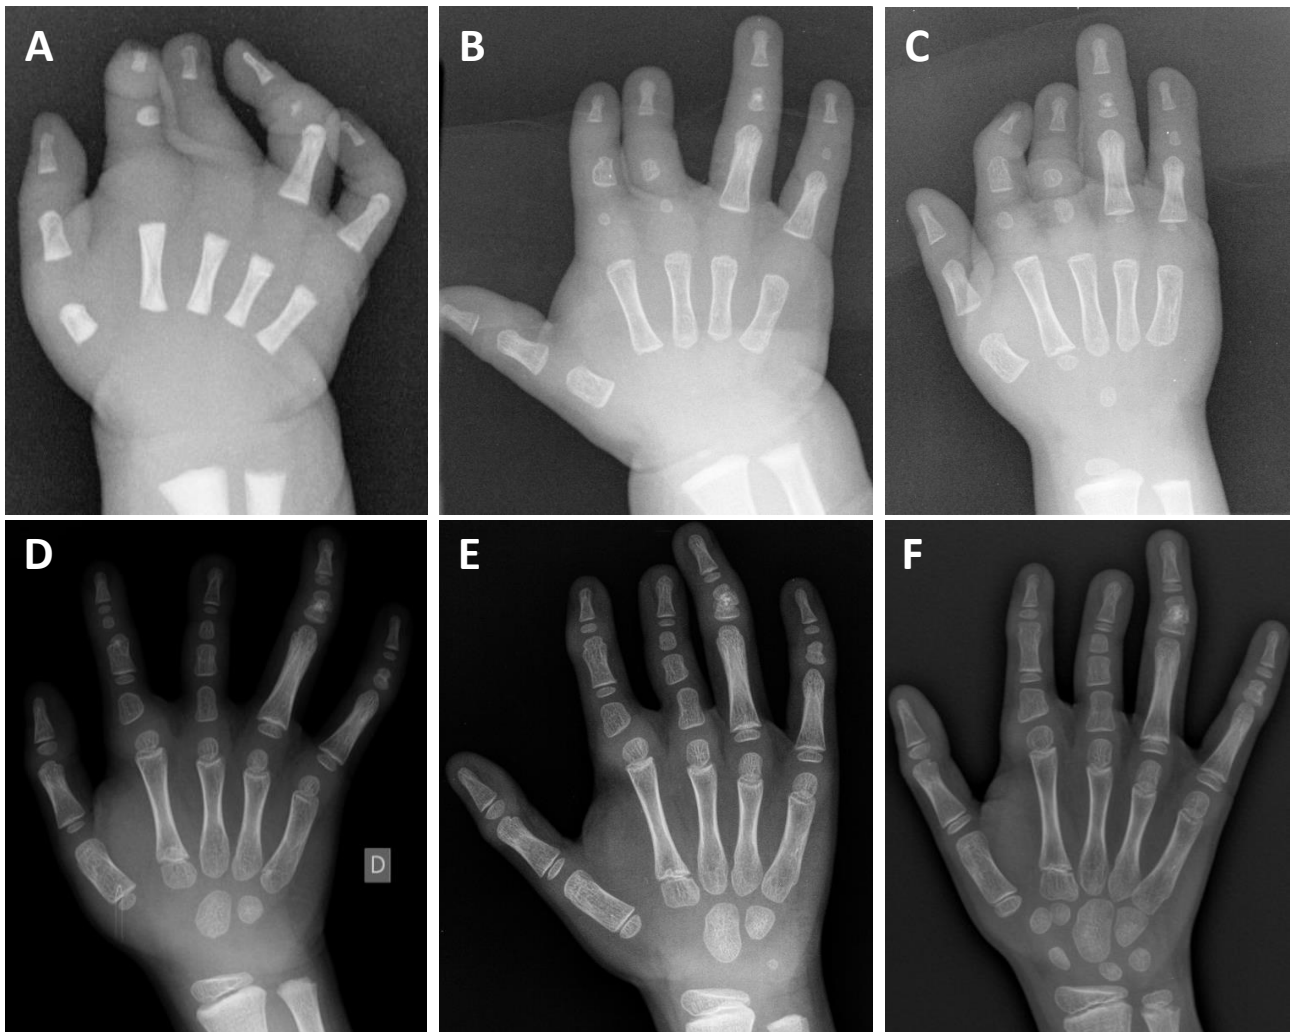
radiographie de la main droite du patient 10-1 montrant l'évolution de la BDC.
